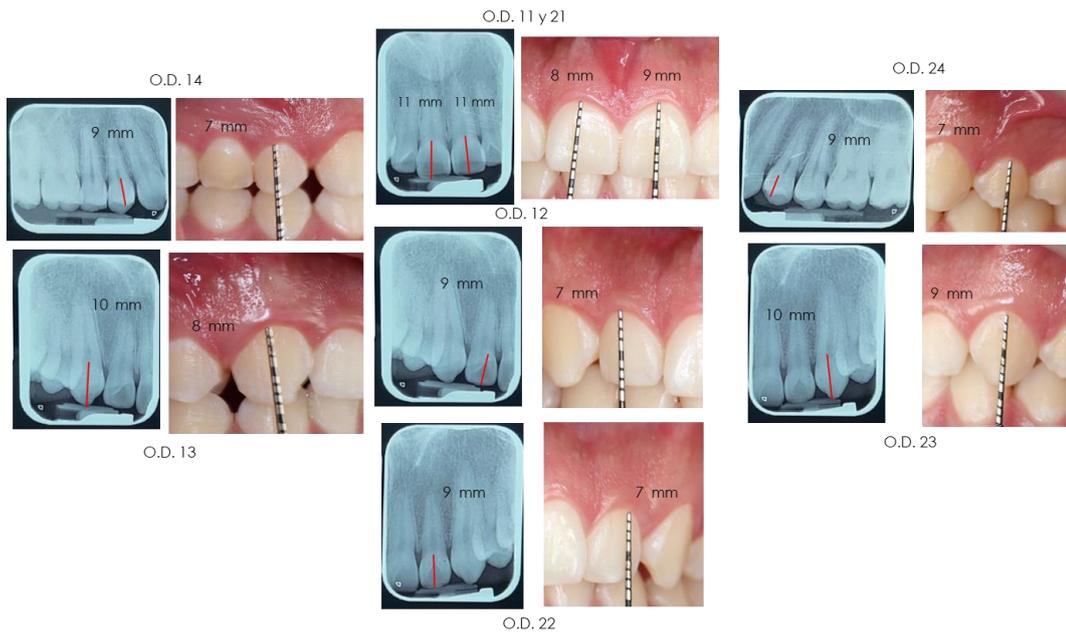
Medidas obtenidas al medir con regla milimétrica los dientes del 14 al 24 en las radiografías periapicales (corona anatómica) y medidas obtenidas con sonda periodontal en paciente (corona clínica).
